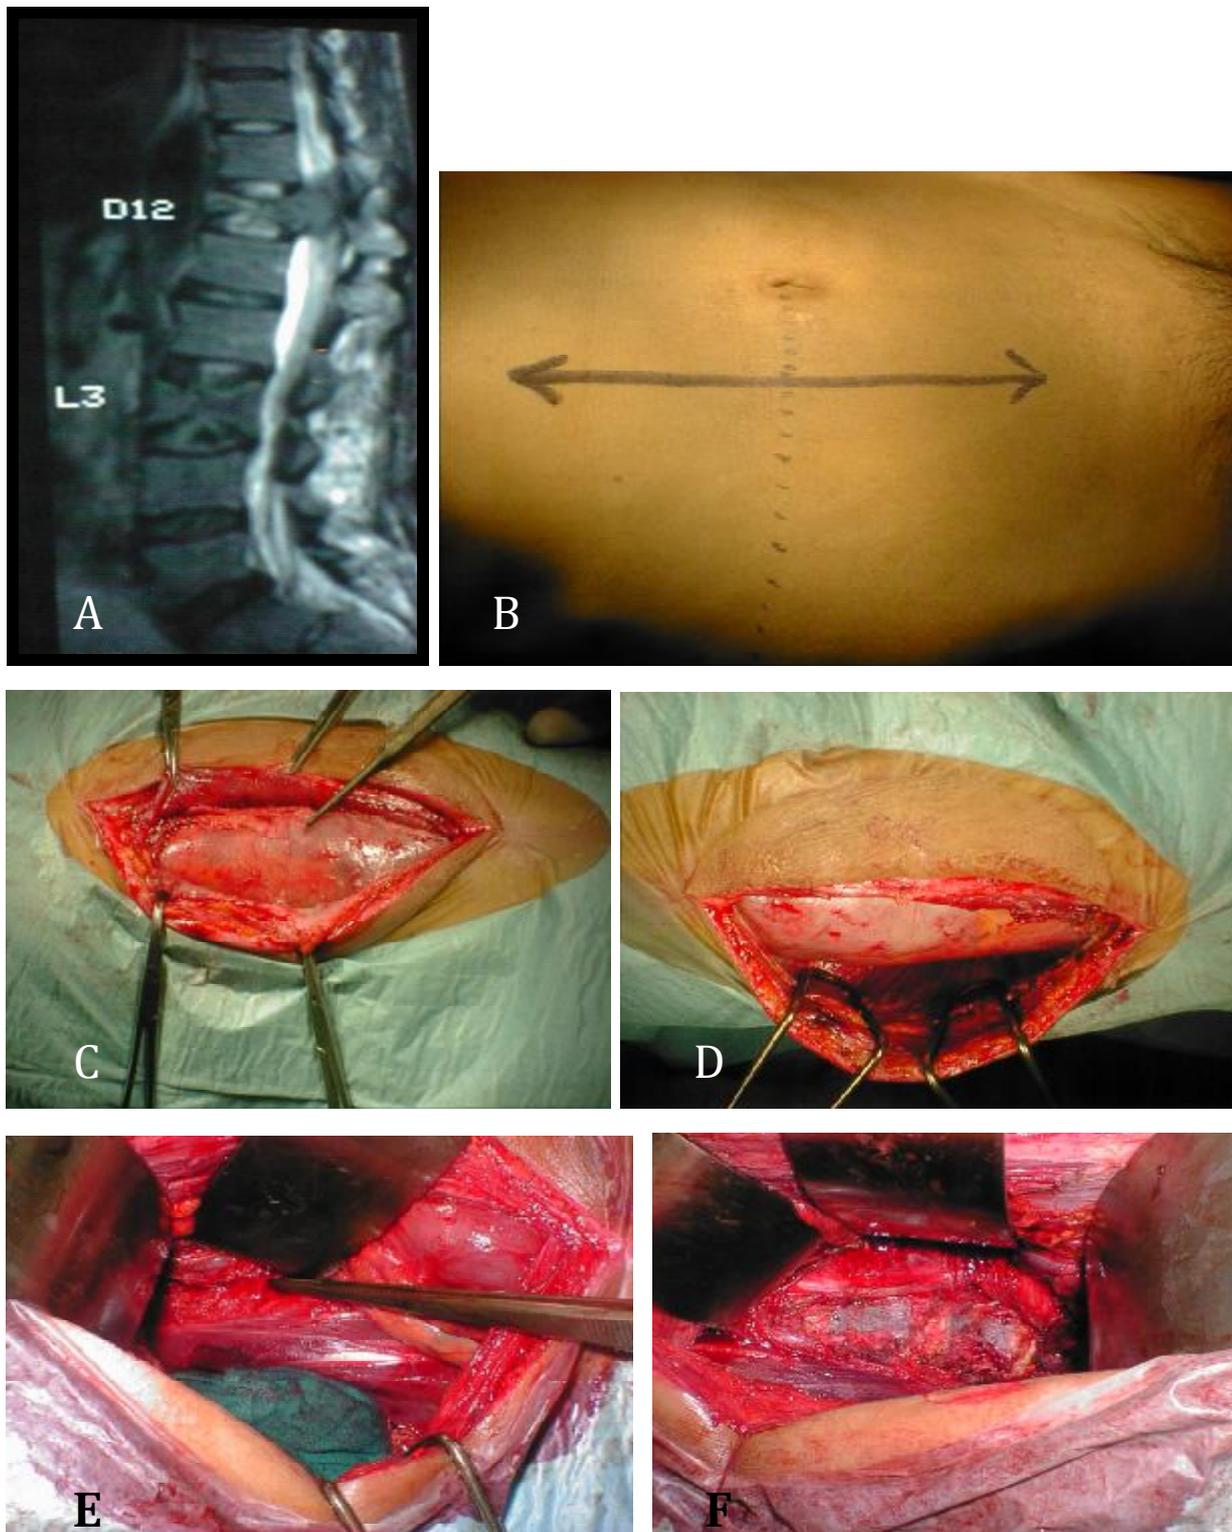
montrant exposition du rachis lombaire par lombotomie rétro-péritonéal. (A) IRM coupe sagittale montrant 2 spondylite tumorales T12 et L3. (B) photographie de la marque de l'incision cutanée. (C) montrant la gaine du muscle grand droit et le transverse. (D) decollement rétro-péritonéal apres dissection du fascia du muscle transverse.(E) repérage de l'uretere. (F) exposition du rachis.
